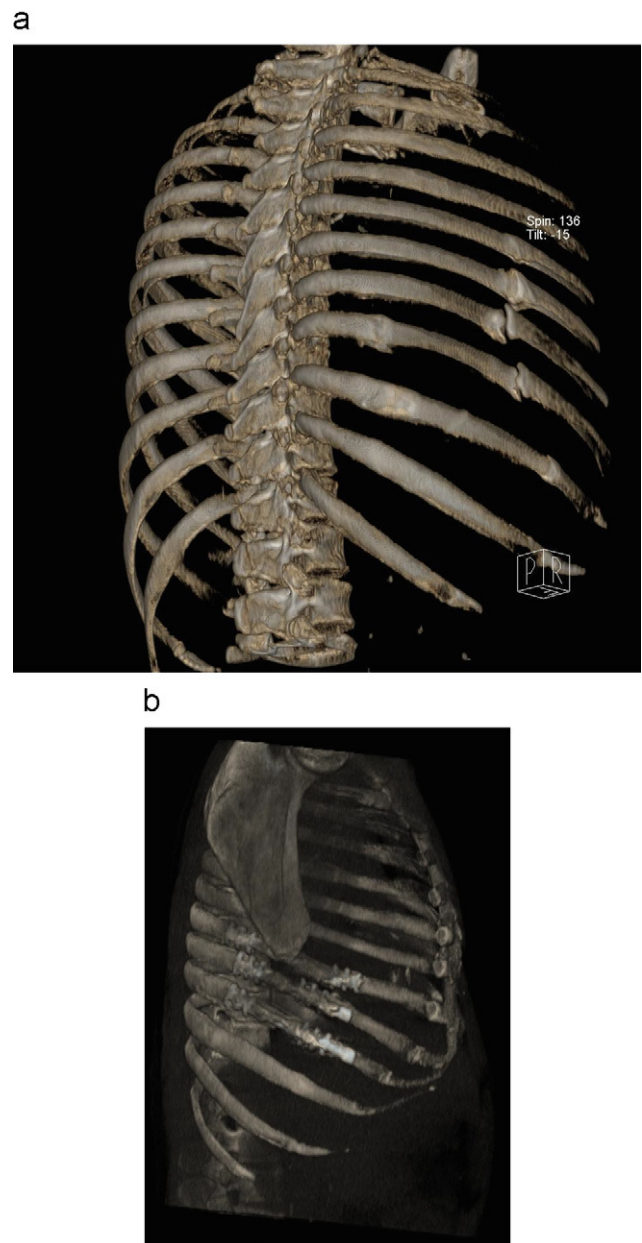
Dolor torácico: a) TC tórax. Estudio preoperatorio. b) TC tórax. Estudio postoperatorio.
